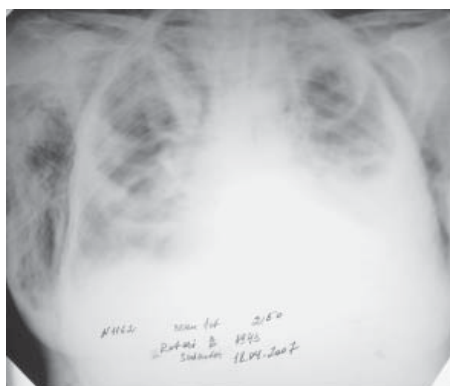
Radiografia toracelui la ziua a 19-a
